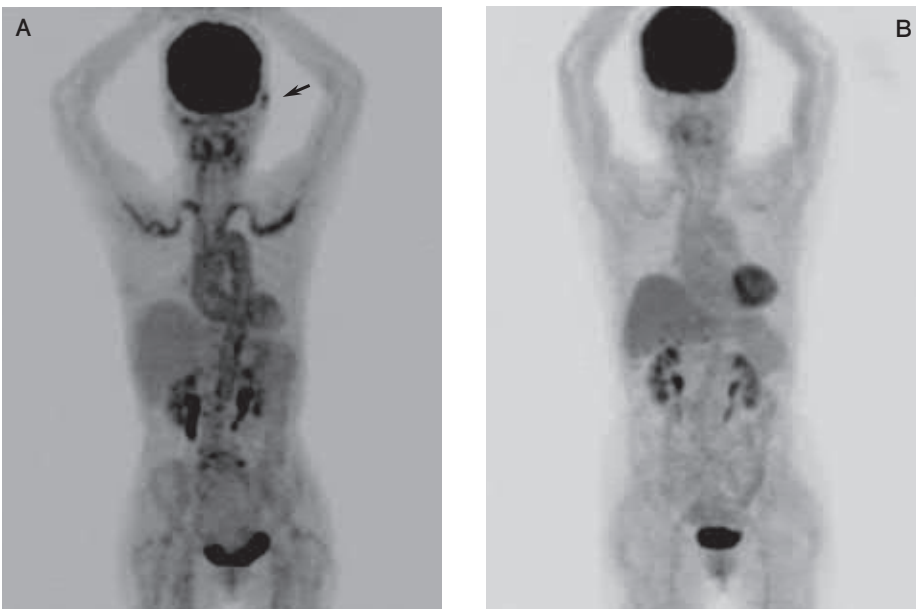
全身 FDG PET (A: 治療前, B: 治療後)
